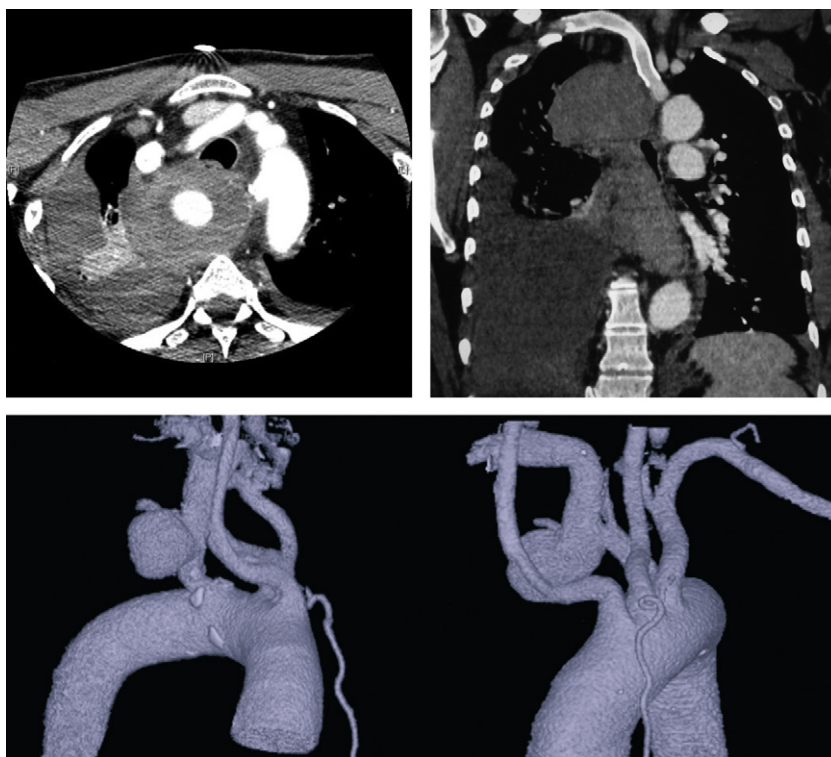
Angio-TAC: se observa rotura del aneurisma sacular de arteria subclavia derecha aberrante (divertículo de Kommerell), en el sector retroesofágico, con hemomediastino y hemotórax derecho.
